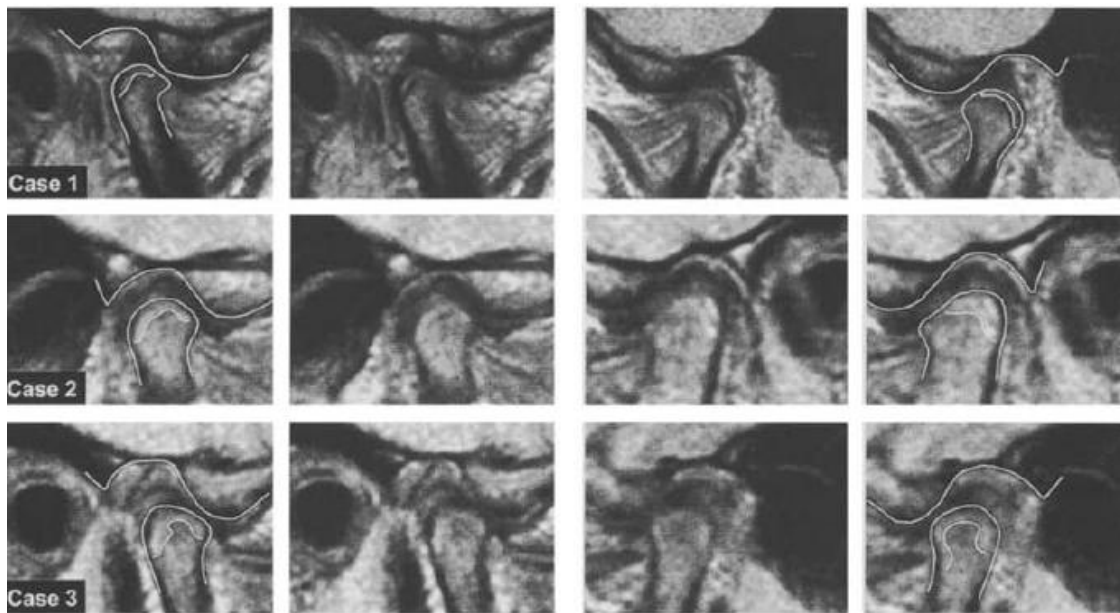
Remodelación condilar en 3 pacientes visualizadas en resonancia magnética. El contorno del cóndilo y la fosa glenoidea, así como la zona condilar aposicional están marcados con trazos.
